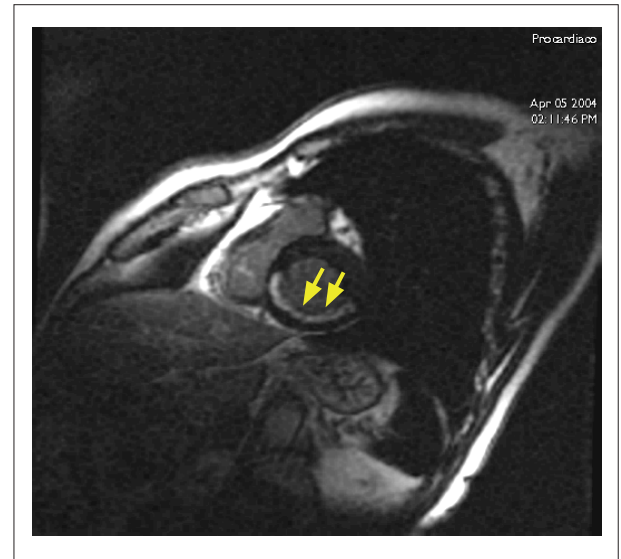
Corte transversal do VE na RM cardíaca realizada 3-5 dias após a reperfusão, demonstrando presença de OMV (setas).
